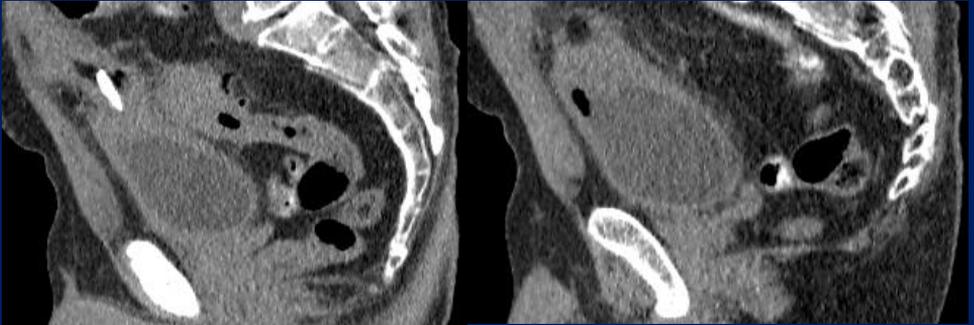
Fístula colovesical. TC de abdomen sin cte EV reconstrucciones sagitales. Se visualiza aire a nivel de la vejiga. Además, se observa una imagen espontáneamente densa en la pared del techo vesical que contacta con la pared del colon sigmoides que resultó ser un cuerpo extraño.
